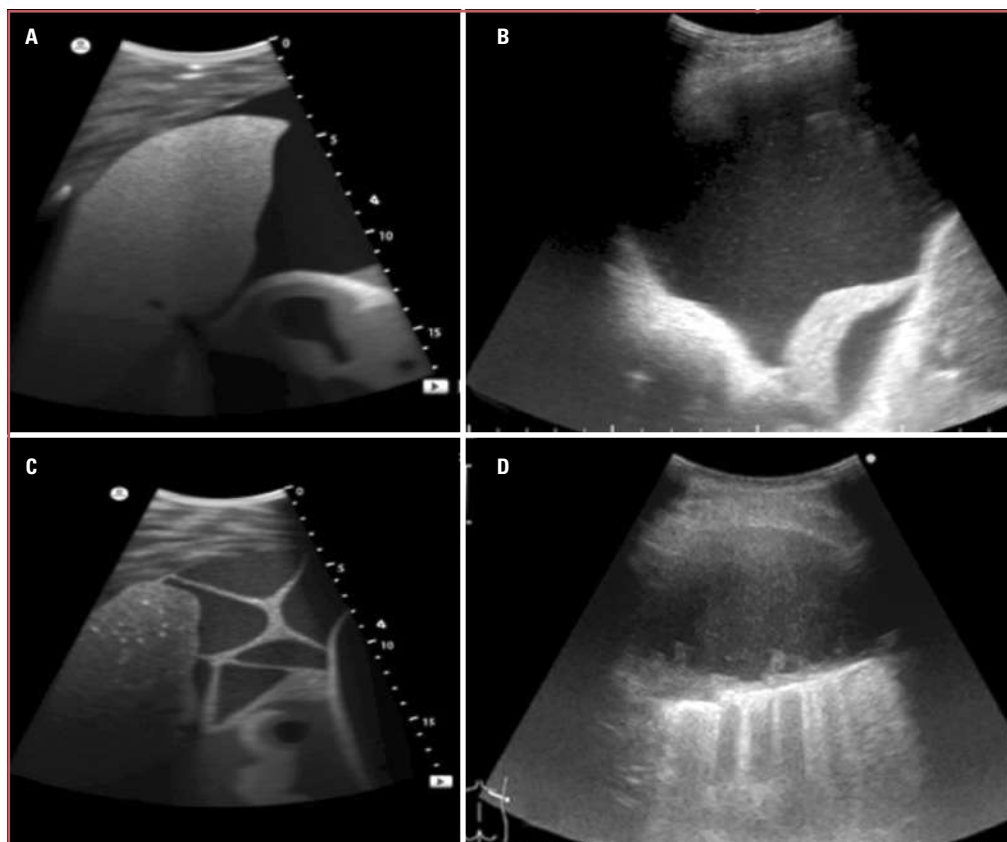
Patrones de derrame pleural por ultrasonido. A: anecoico con imagen de simulador. B: complejo no septado, imagen de ultrasonido con paciente real. C: complejo septado, imagen con simulador de ultrasonido. D: ecogénico, imagen de ultrasonido con paciente real.
